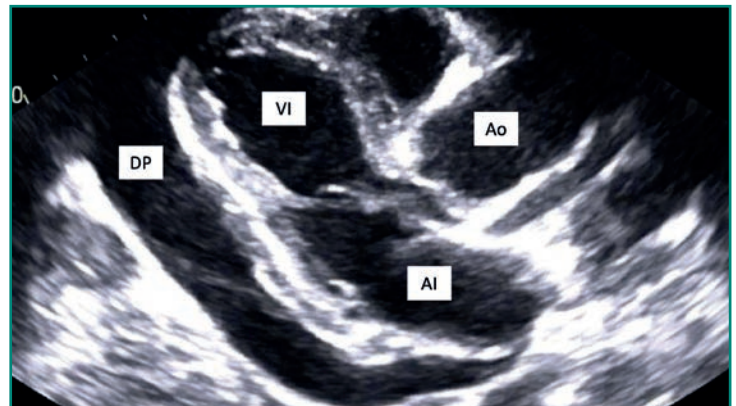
Ecocardiograma transtorácico en el plano paraesternal largo. Se visualiza un derrame pericárdico grave circunferencial.
